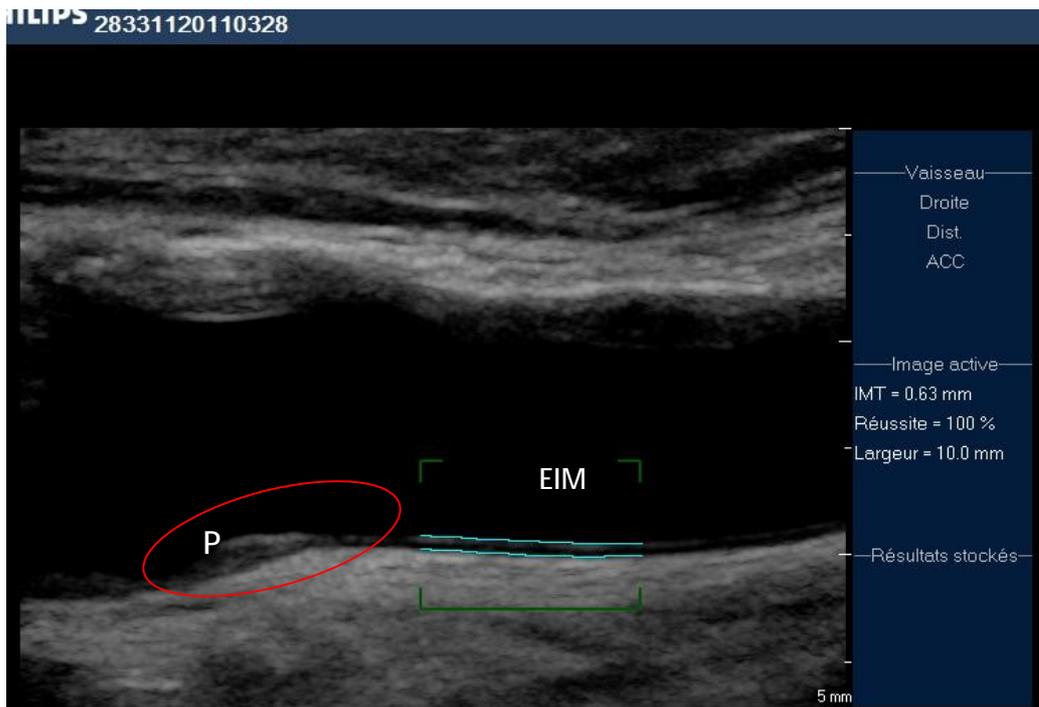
Image échographique montrant une EIM normale de la carotide primitive avec présence d'une plaque d'athérome au niveau du bulbe carotidien.
